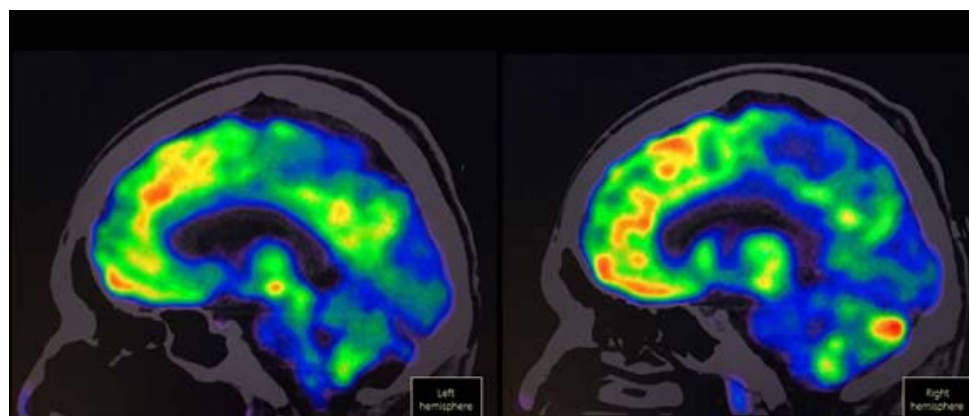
18-FDG PET en un hombre de 37 años con encefalitis anti-NMDAr definitiva, manifestada por cuadro clínico de predominio psicótico con síntomas nihilistas y catatónicos, quien muestra hipometabolismo occipital medial.
